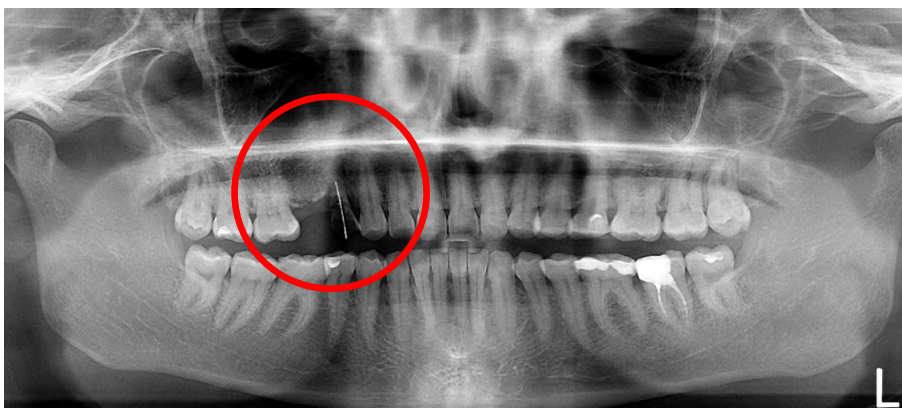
Ортопантомограмма пациентки С-ной, 35 лет. Красным выделена зона операции.
